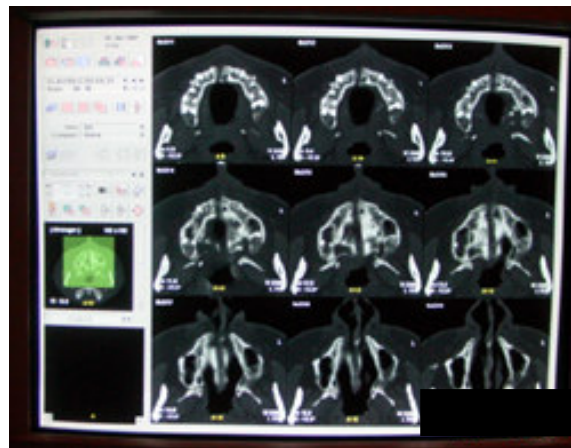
Imagens da Tomografia computadorizada de maxila na Estação de trabalho *Easy Vision*.
